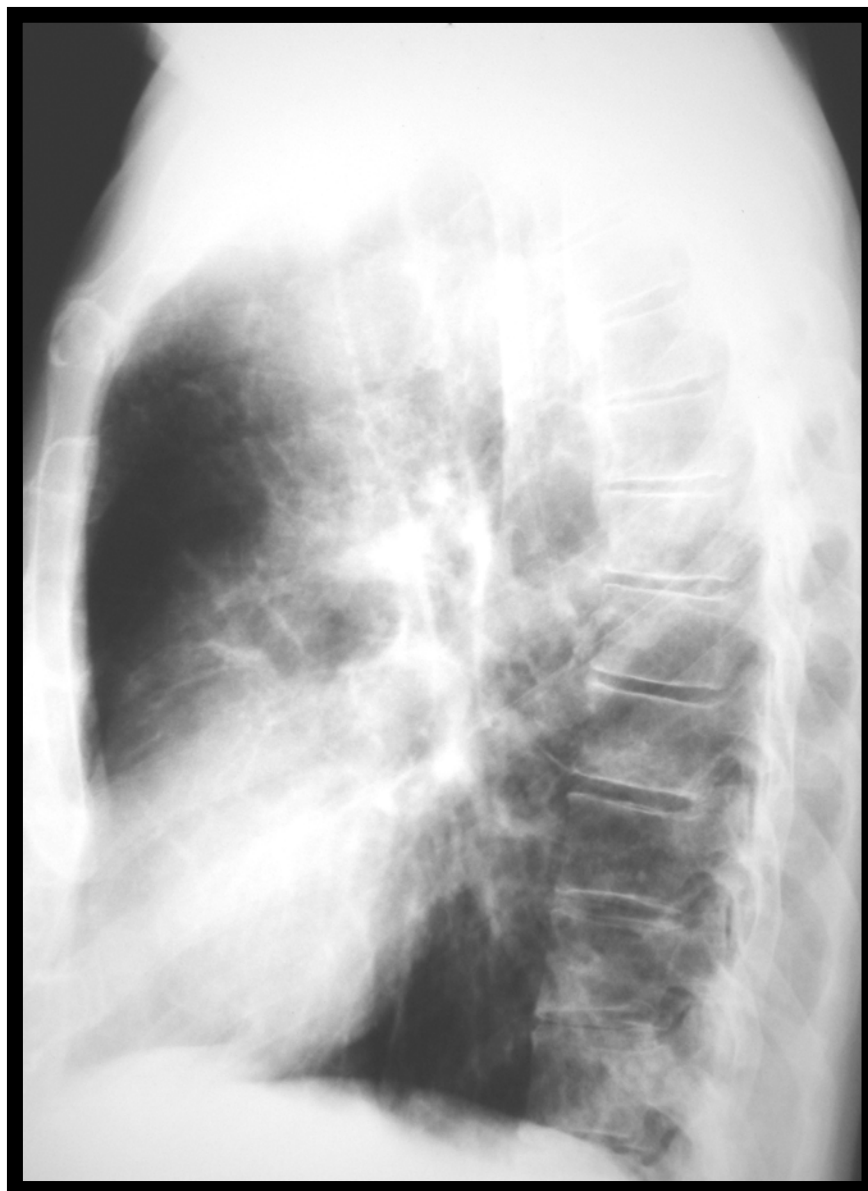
Caso #7, paciente F.F., masculino, 60 anos; telerradiografia de tórax em perfil.
